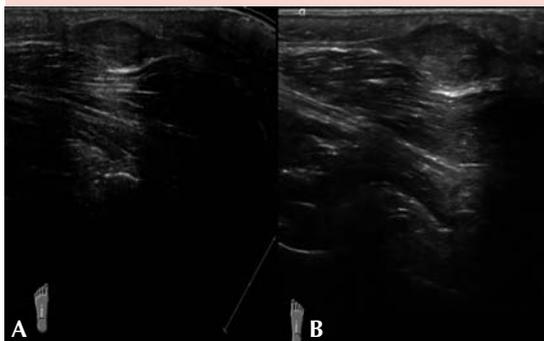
Ultrasonido de partes blandas. A. Formación fusiforme con halo hipoeoico de la región plantar de la extremidad inferior izquierda. B. Formación fusiforme de la región plantar de la extremidad inferior derecha.
